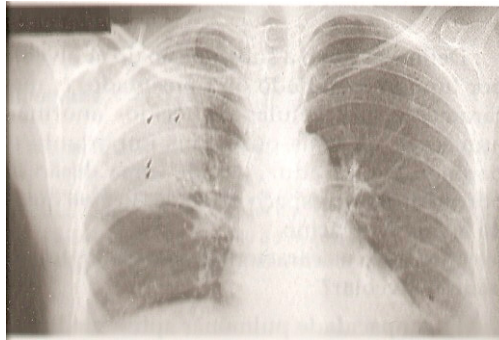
7 Radiografia – pneumonia do lobo superior com “broncograma aéreo”(retirado de (Pisco, 2003)).
